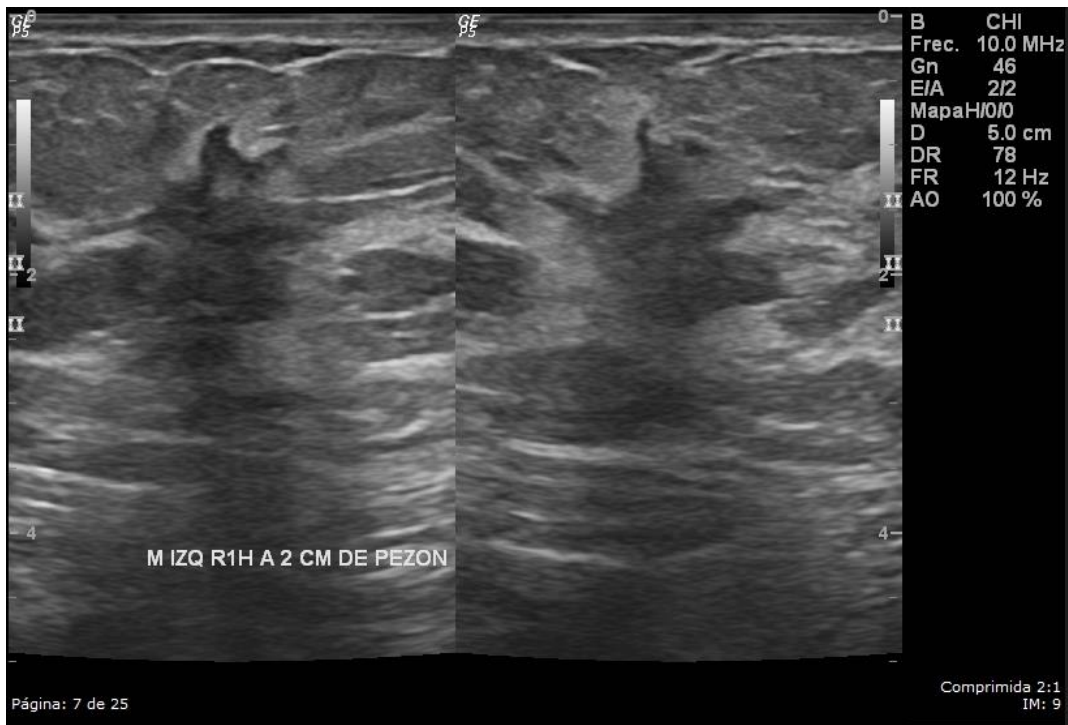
Carcinoma ductal invasivo grado 1 en una mujer de 41 años. Ultrasonido mamario que muestra una masa de forma irregular, orientación paralela, margen espiculado, hipoeoica y sombra posterior. Ésta masa fue categorizada como BI-RADS 5.
